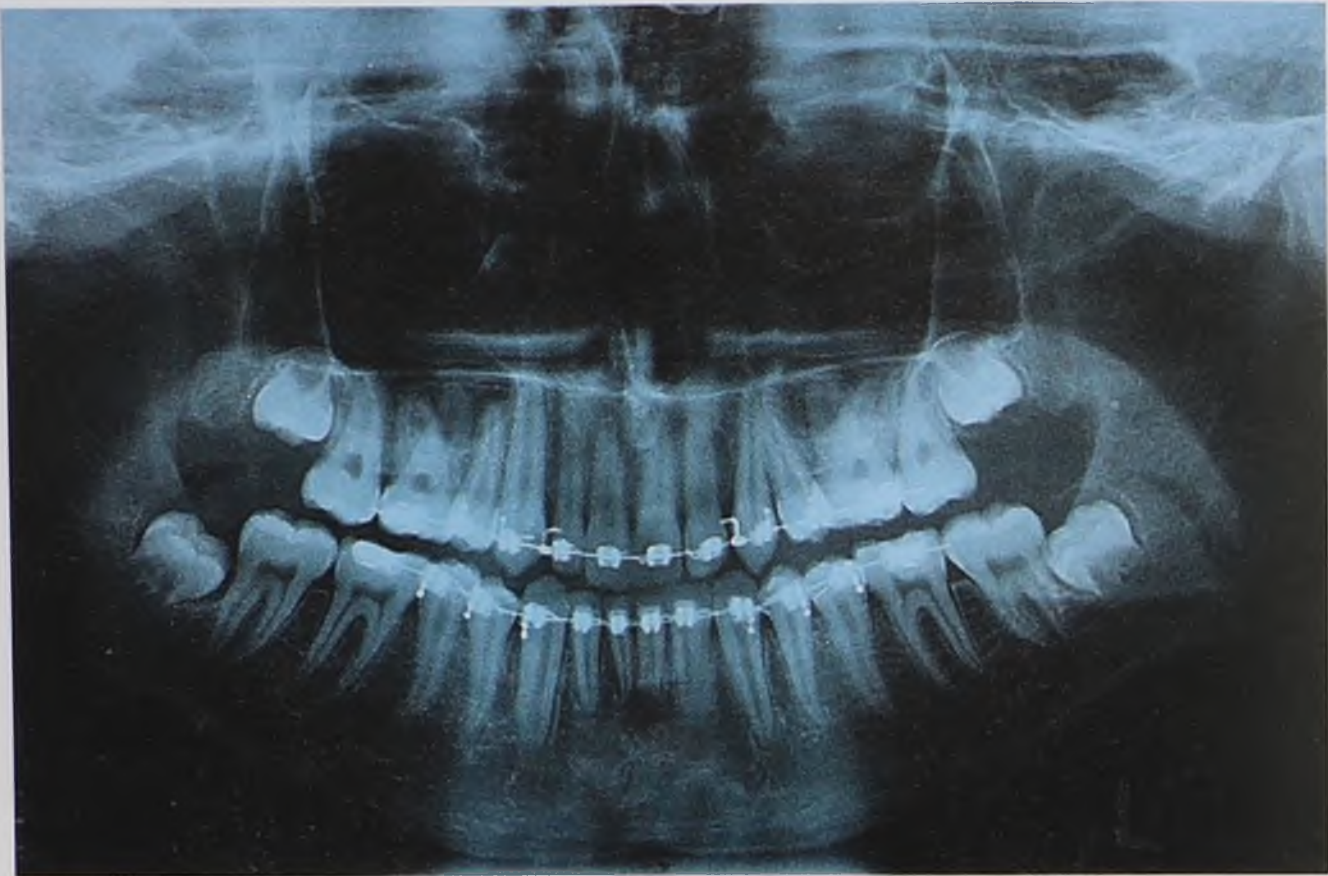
Ортопантомограмма пациента Т. до лечения
